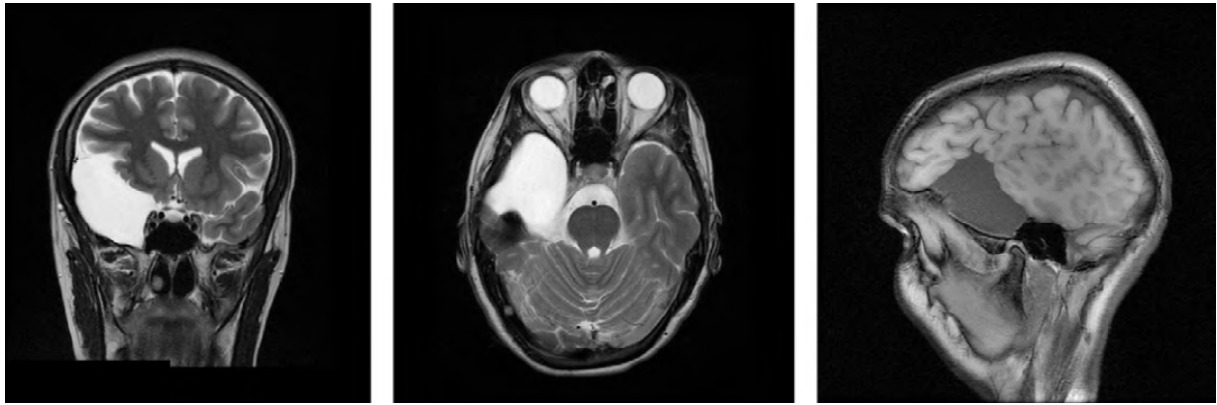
Coupe IRM (coronale, axiale et sagittale) en séquence T2 montrant un kyste arachnoïdien temporal.
